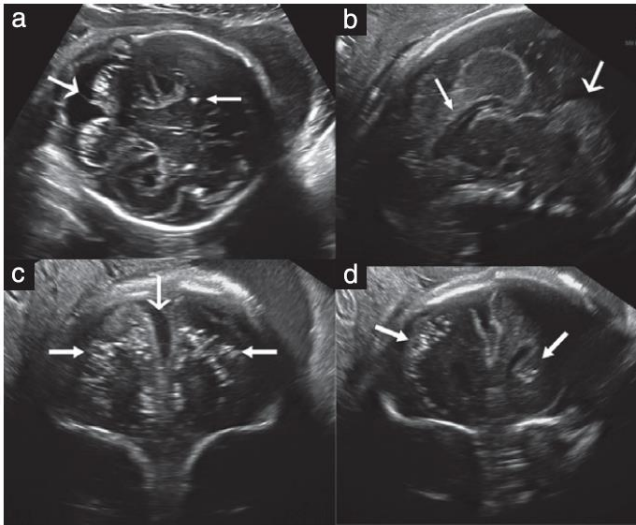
Case 1: (a) Transabdominal axial ultrasound image shows cerebral calcifications with failure of visualization of a normal vermis (large arrow). Calcifications are also present in the brain parenchyma (small arrow). (b) Transvaginal sagittal image shows dysgenesis of the corpus callosum (small arrow) and vermis (large arrow). (c) Coronal plane shows a wide interhemispheric fissure (large arrow) due to brain atrophy and bilateral parenchymatic coarse calcifications (small arrows). (d) Calcifications are visible in this more posterior coronal view and can be seen to involve the caudate (arrows).
